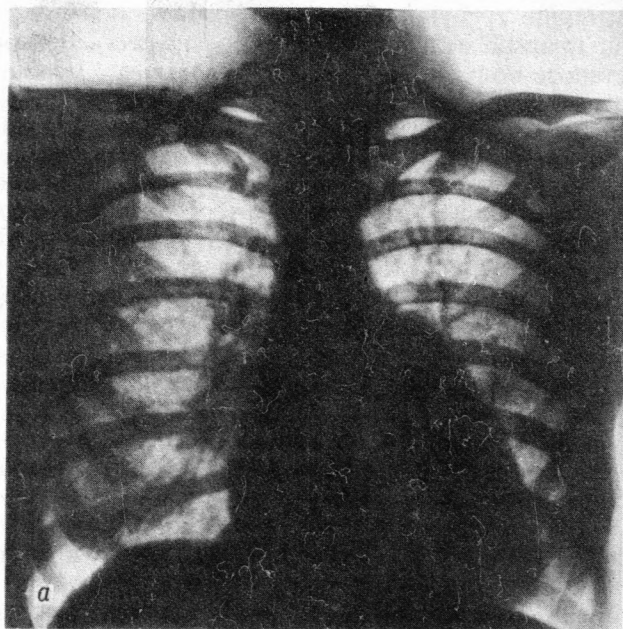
Рентгенограмма сердца при сужении левого атриоventрикулярного отверстия (митральный стеноз).
